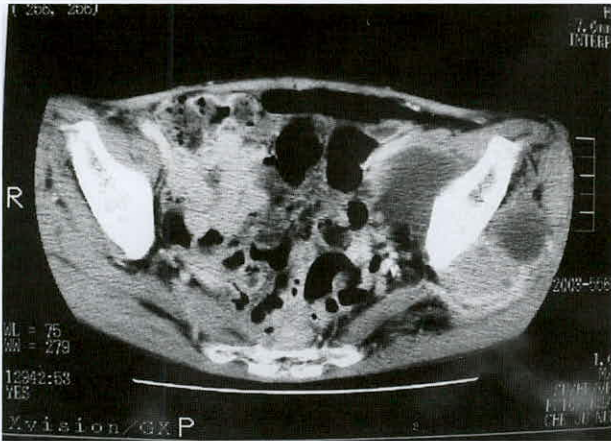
Computed tomography of pelvis showed huge heterogenous attenuated mass with osteolysis in Left ilium, sacrum and femur neck.
